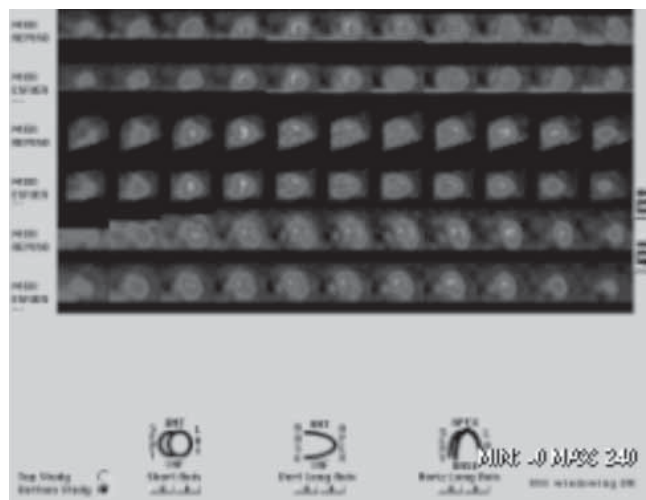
SPECT que muestra enfermedad microvascular.
